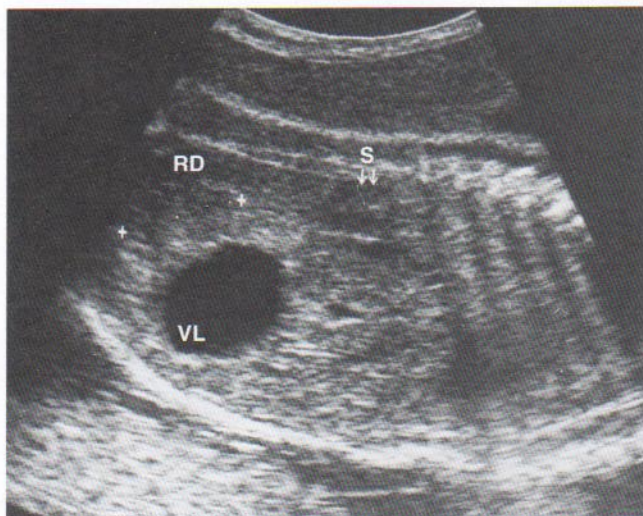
Ecografía de la pelvis de un feto a las 31 semanas de gestación (29 semanas después de la fecundación). Obsérvese la posición anómala baja del riñón derecho (RD) en la proximidad de la vejiga (VL). Este riñón pélvico se debió a su falta de «ascenso» durante las semanas sexta a novena. Obsérvese, asimismo, la localización normal de la glándula suprarrenal (S), que se desarrolla separada del riñón. Cuando los riñones «ascienden» hacia el abdomen, las glándulas suprarrenales se hallan en sus polos superiores. (Cortesía del Dr. Lyndon M. Hill, Director of Ultrasound, Magee-Women's Hospital, Pittsburgh, Pennsylvania, EE.UU.)
